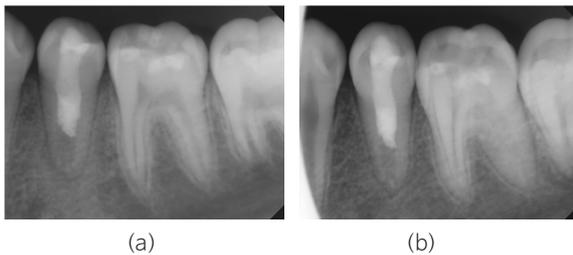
3개월(a)과 6개월(b) 경과관찰 치근단 방사선 사진.
